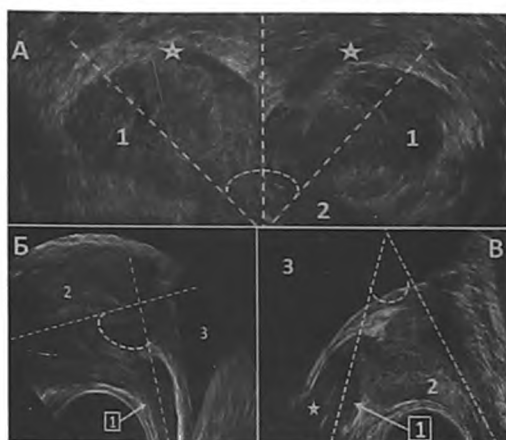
Анатомические взаимоотношения СП, ампул СВП, уретры и простаты при ТРУЗИ. А. 3D ТРУЗИ. Корональная проекция. Слияние ампул СВП с СП перед вхождением в основание простаты (2). Угол между продольной осью каждого СП (1) и срединной линией, проходящей условно через простатический отдел уретры (уретра не отражена), острый (пунктирные линии). Ампулы СВП (астериксы) перед слиянием с СП имеют прямолинейный ход, параллельный срединной линии. Б. 2D ТРУЗИ. Сагиттальный срез СП (1), простаты (2) и мочевого пузыря (3). Мочевой пузырь опорожнен и содержит 15 мл мочи. Угол между осью простатической уретры и продольной осью СП прямой. В. Та же проекция. Мочевой пузырь наполнен и содержит 150 мл мочи. Угол между осью простатической уретры и продольной осью СП стал острым за счет смещения СП к прямой кишке наполненным мочевым пузырем. Астерикс – ампула СВП
